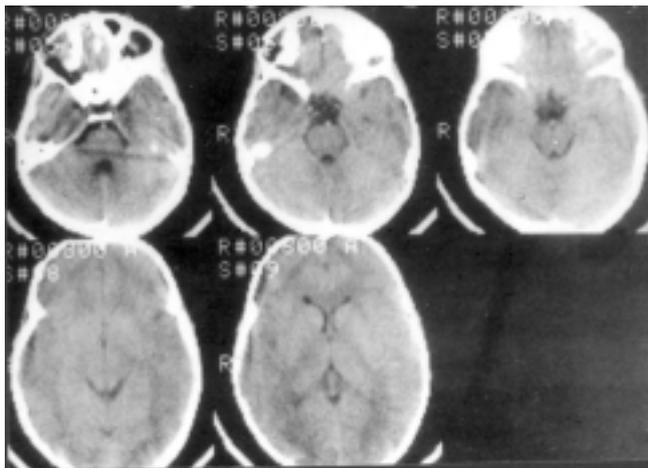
КТ-грамма б-ой Г. после операции: виден симметрично расположенный костный трансплантат, удалена вся патологическая ткань, деформации устранены.
